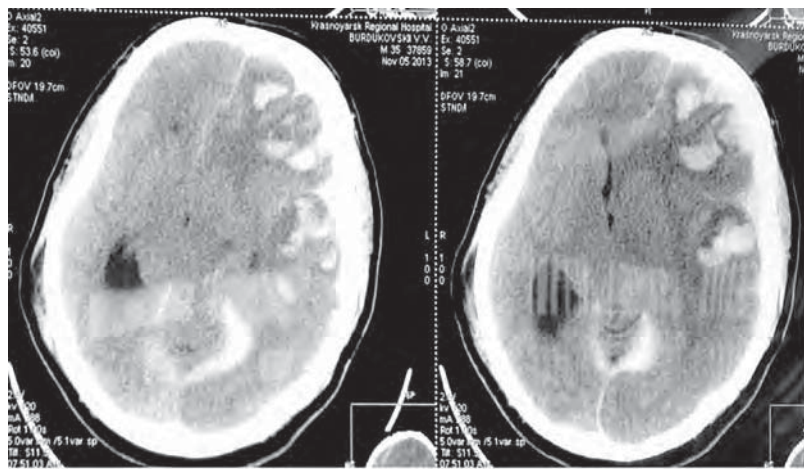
МСКТ головного мозга больного с множественными контузионными очагами и травматическим САК
